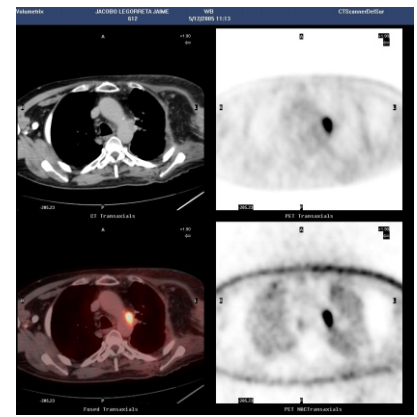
Estudio de fusión TC/PET. Un NLR metabólicamente activo adyacente a la aorta capta FDG con gran intensidad.
